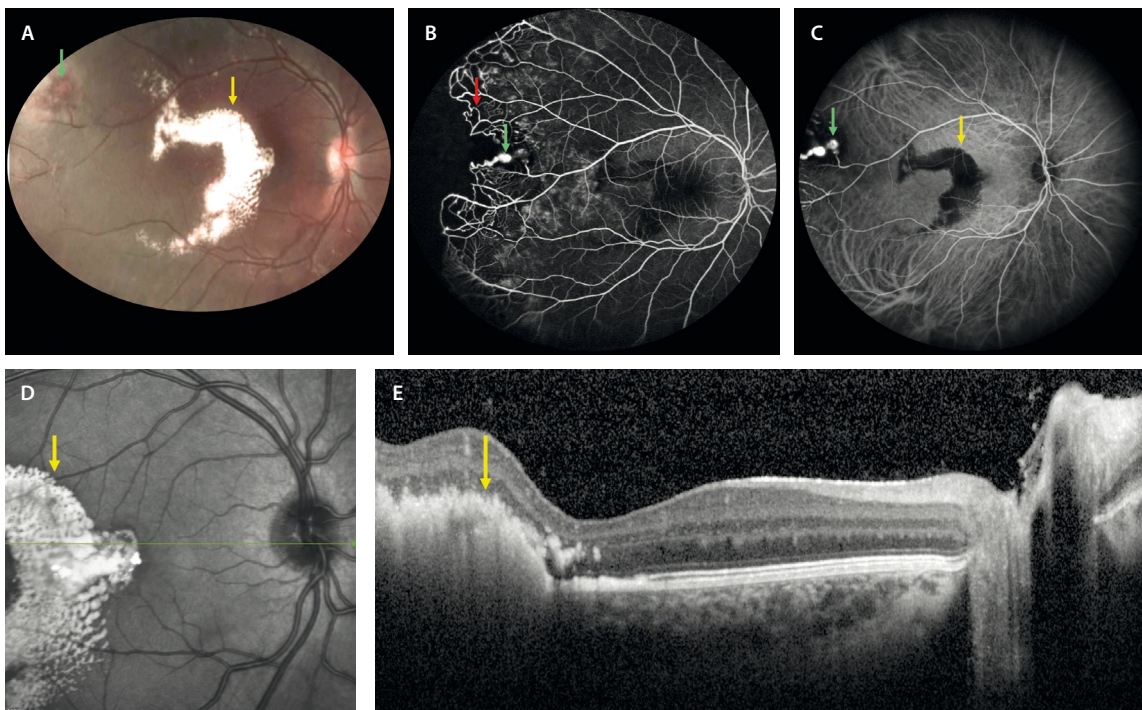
Enfermedad de Coats. A) La retinografía muestra unos cambios aneurismáticos periféricos (flecha verde) que asocian exudación lipídica alrededor, pero fundamentalmente en el polo posterior (flecha amarilla). B) En la angiografía con fluoresceína, los aneurismas periféricos se ven como dilataciones saculares de menor o mayor tamaño hiperfluorescentes (flecha verde) que asocian vasos telangiectásicos irregulares (flecha roja) e isquemia circundante. C) La angiografía con verde de indocianina muestra los aneurismas como hipercianescentes (flecha verde), pero sobre todo resalta la exudación subretiniana del polo posterior como hipocianescente (flecha amarilla). D) La imagen cercana a la infrarroja destaca la exudación subretiniana hiperreflectiva (flecha amarilla). E) En un corte foveal, la tomografía de coherencia óptica muestra la exudación subretiniana (flecha amarilla), sin edema macular asociado.
